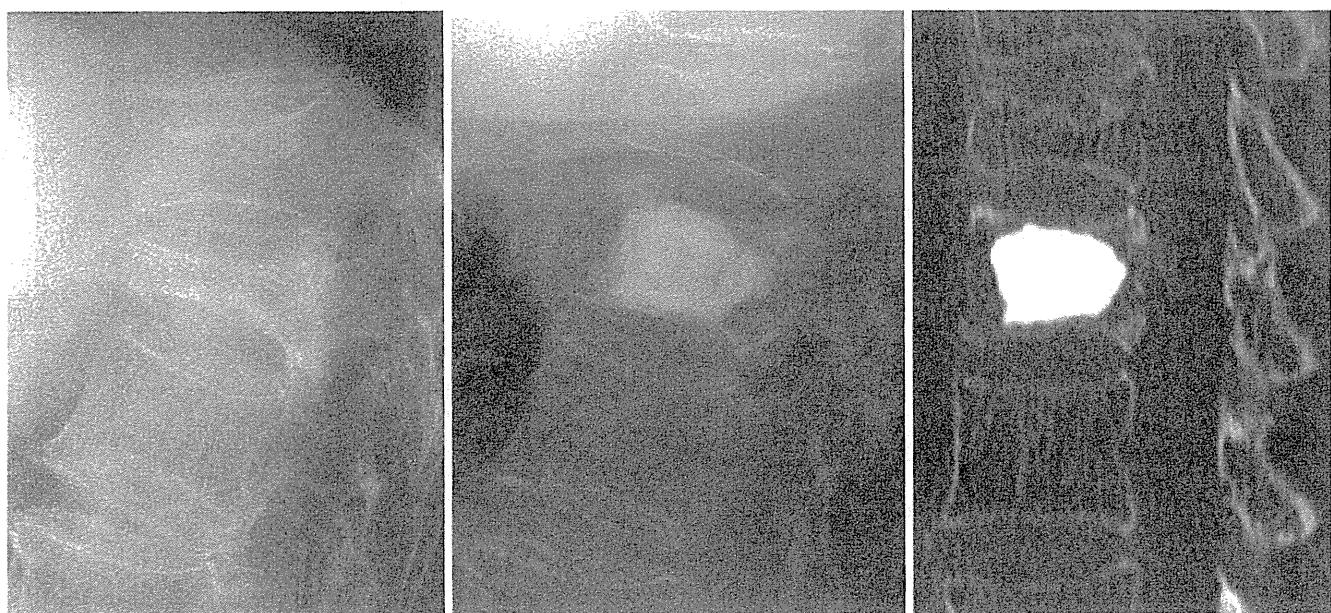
症例 1. 67 歳、女。Th12 椎体圧潰、遷延治癒に対する CPC 椎体形成術。術翌日には著明に腰背部痛は改善して局所後弯も矯正され、装具装着下に立位歩行を開始している。術後 2 日の CT でも CPC の充填は良好である。
